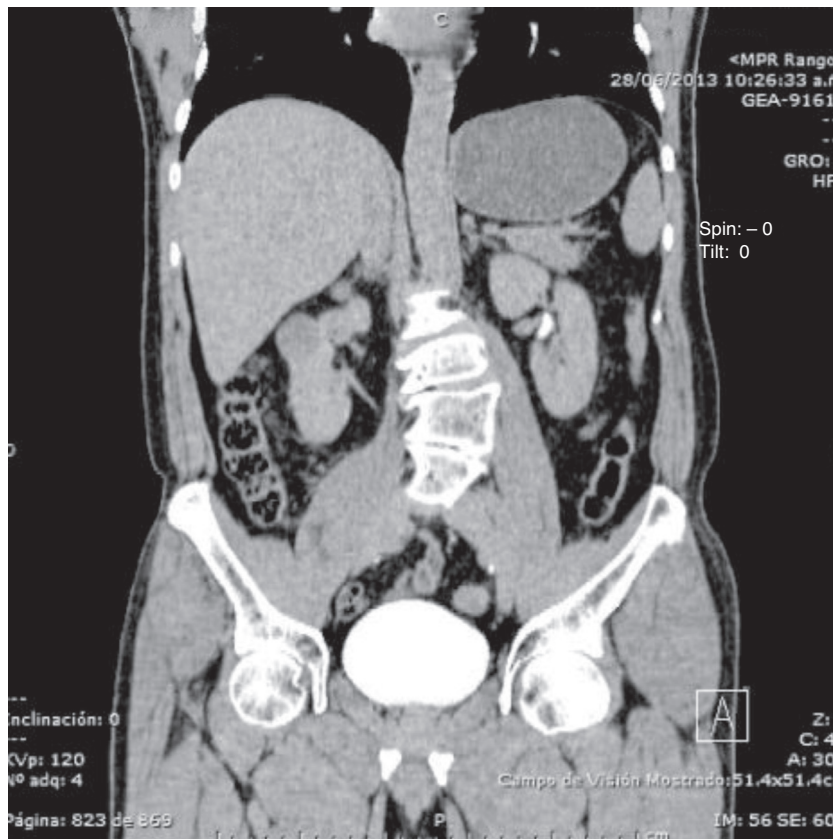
Corte coronal de urotomografía evidenciando tumor renal dependiente del polo superior del riñón derecho.
